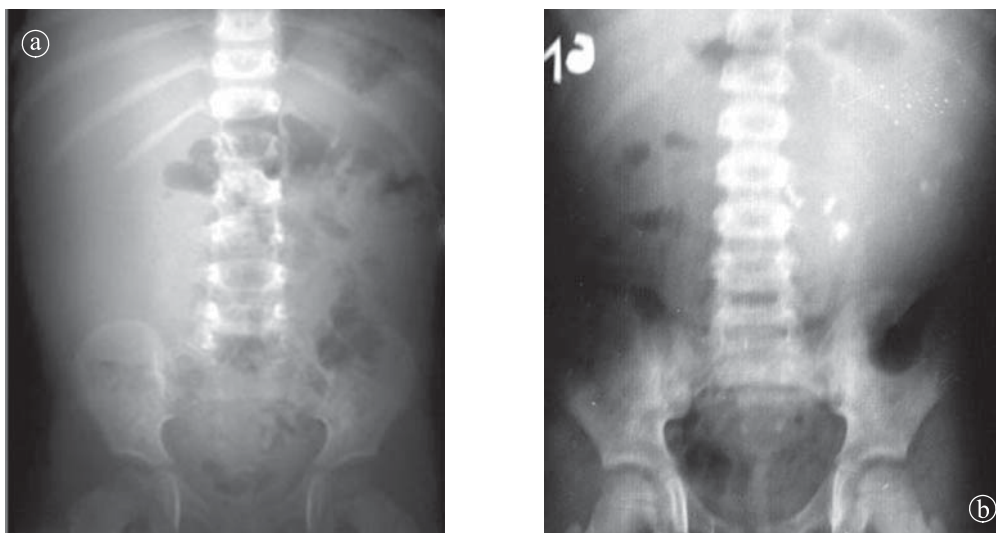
nefroblastom. Radiografie abdominală. a) Masă cu intensitate de părți moi care deplasează ansele intestinale. b) Masă cu intensitate de părți moi cu câteva calcifieri.
